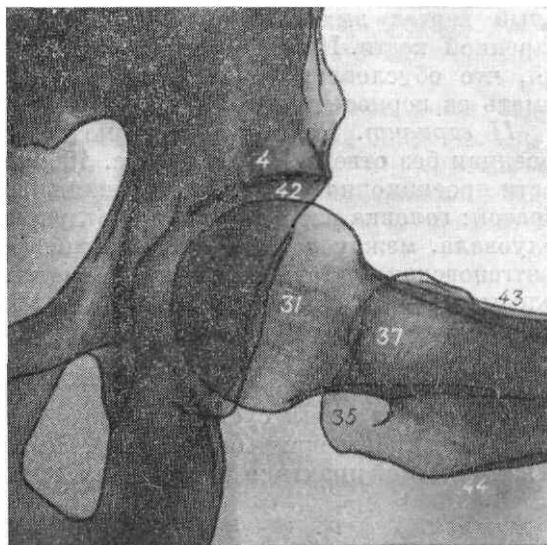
Рентгенограмма тазобедренного сустава в боковой проекции с отведением бедра.
